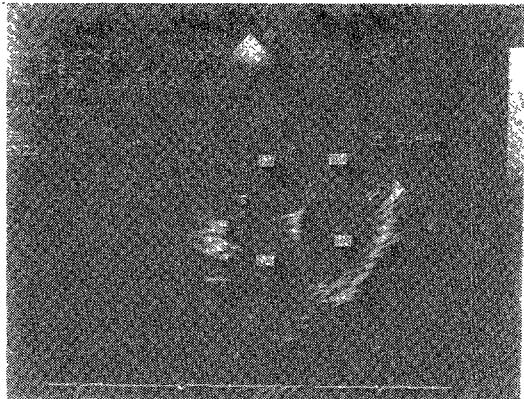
Stop-frame, two-dimensional echocardiogram showing the position of the sample volume used to obtain transmitral diastolic flow-velocity waveform. The sample volume is positioned near the mitral valve tips.
